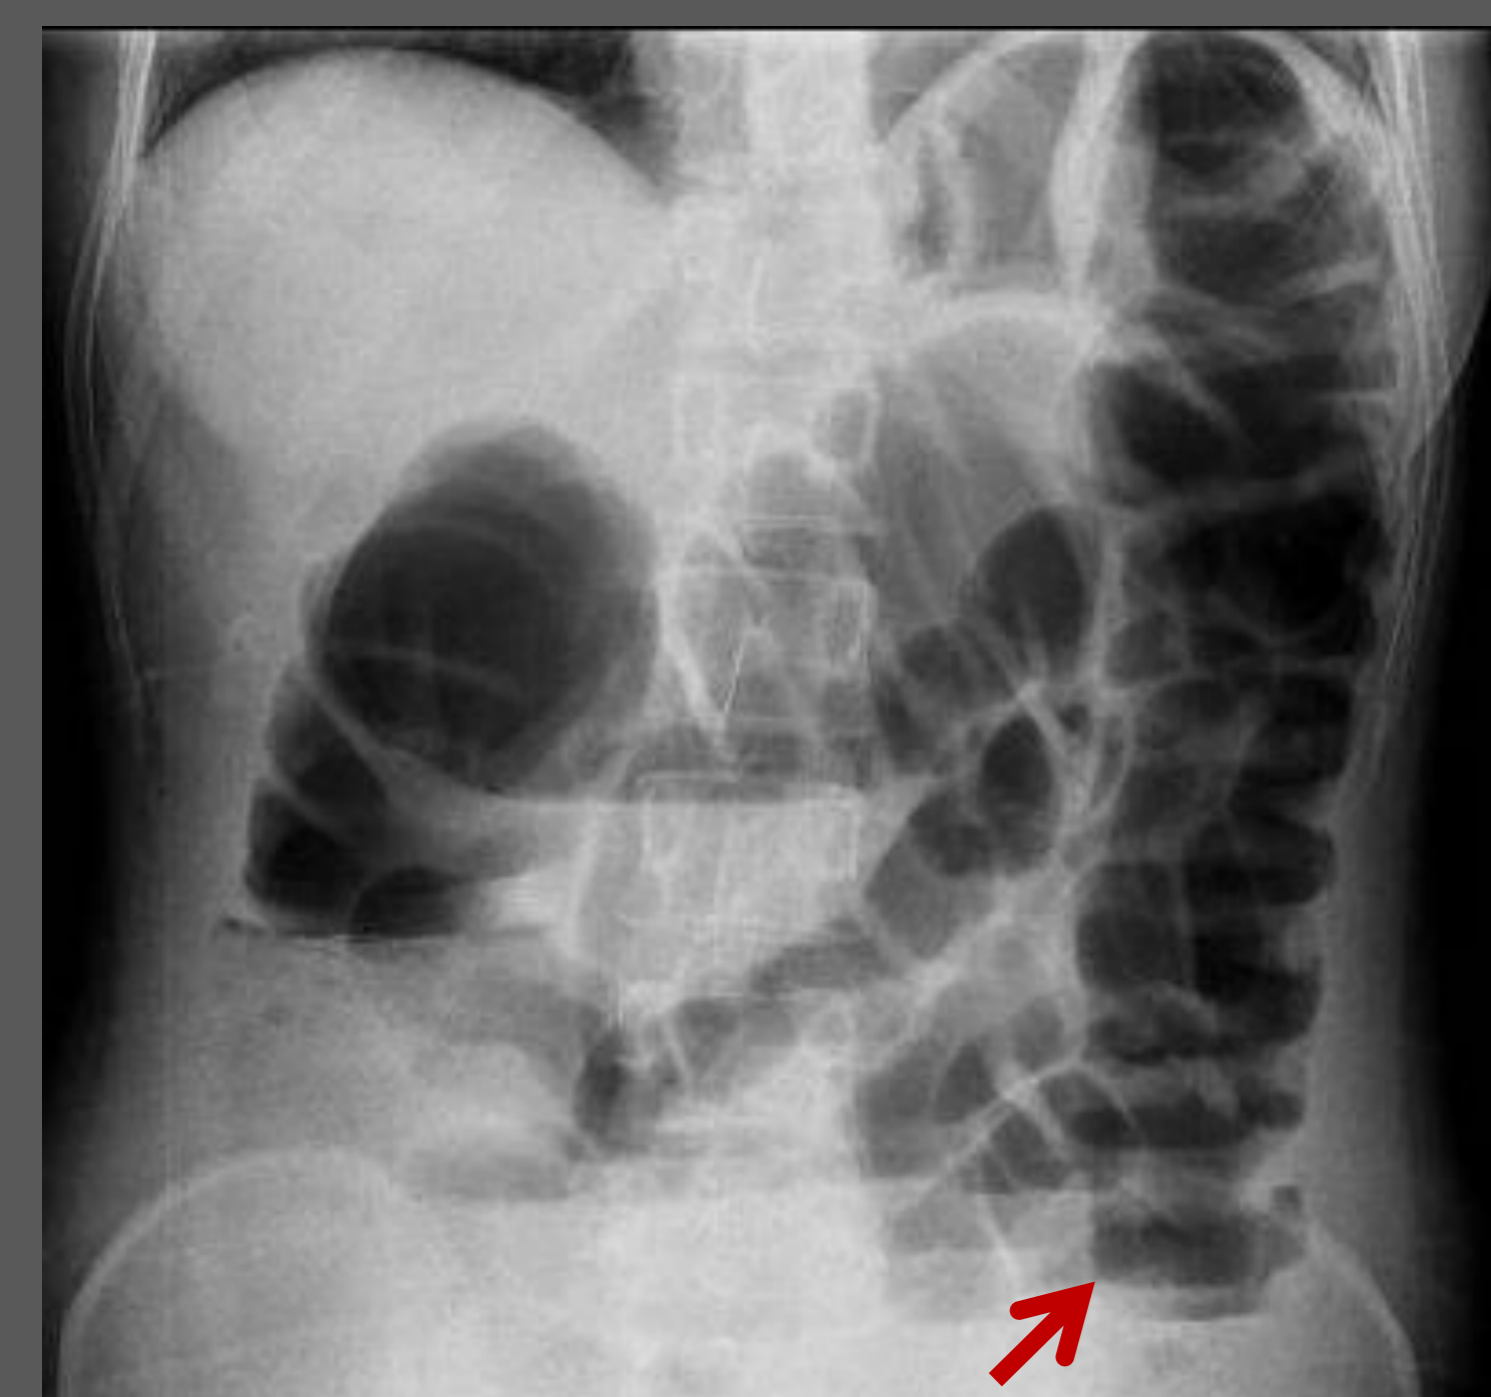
Radiografia simples do abdómen.
